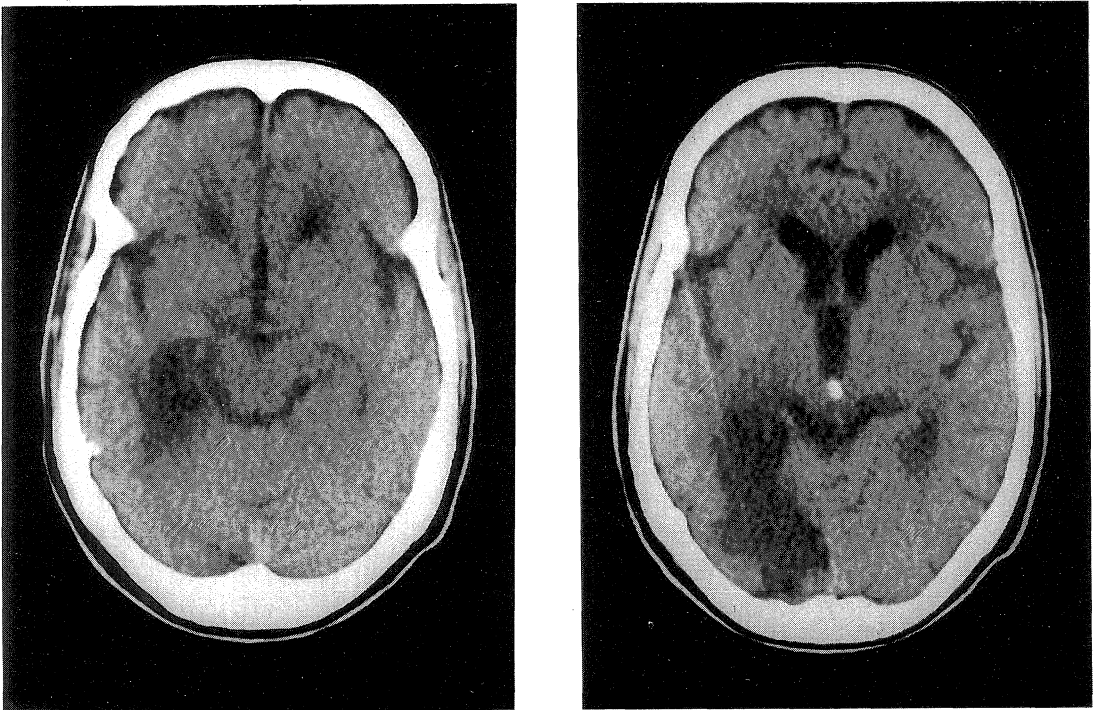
Representative case of Group 2. Plain CT showing left occipito-temporal infarction.
